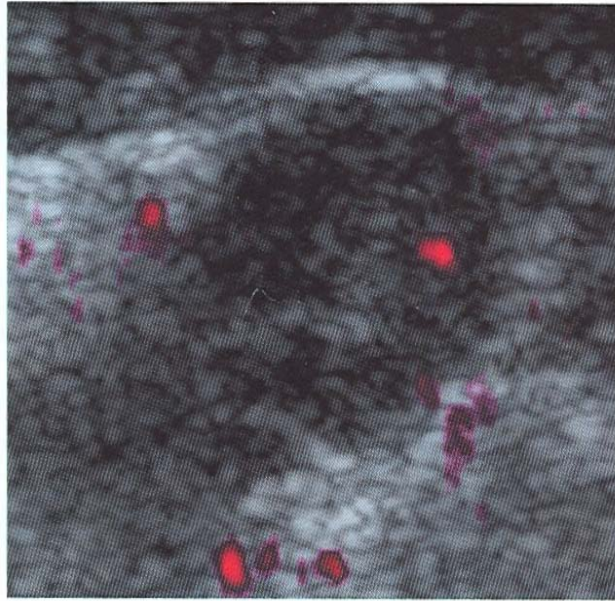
Écho doppler couleur d'un nodule Solide, hypoéchogène, à contours flous
